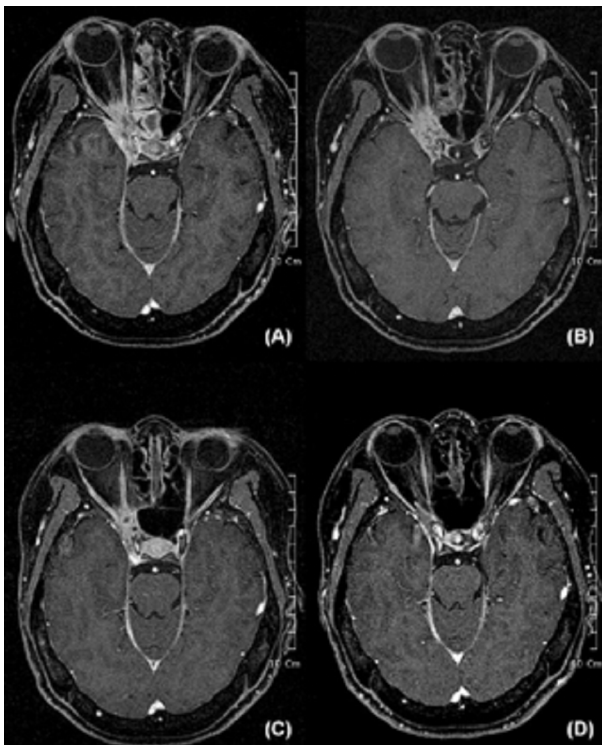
Posterior Fossa MRI T1WI image shows an enhancing mass like lesion in the right skull base around the superior orbital fissure, anterior middle cranial fossa, around the lateral wall of the right sphenoid sinus, right orbital apex and around the right cavernous sinus: (A) before voriconazole treatment, (B) 4 weeks following voriconazole treatment, (C) at the time of discontinuation of treatment for 14 weeks, and (D) 9 months later from treatment completion.
